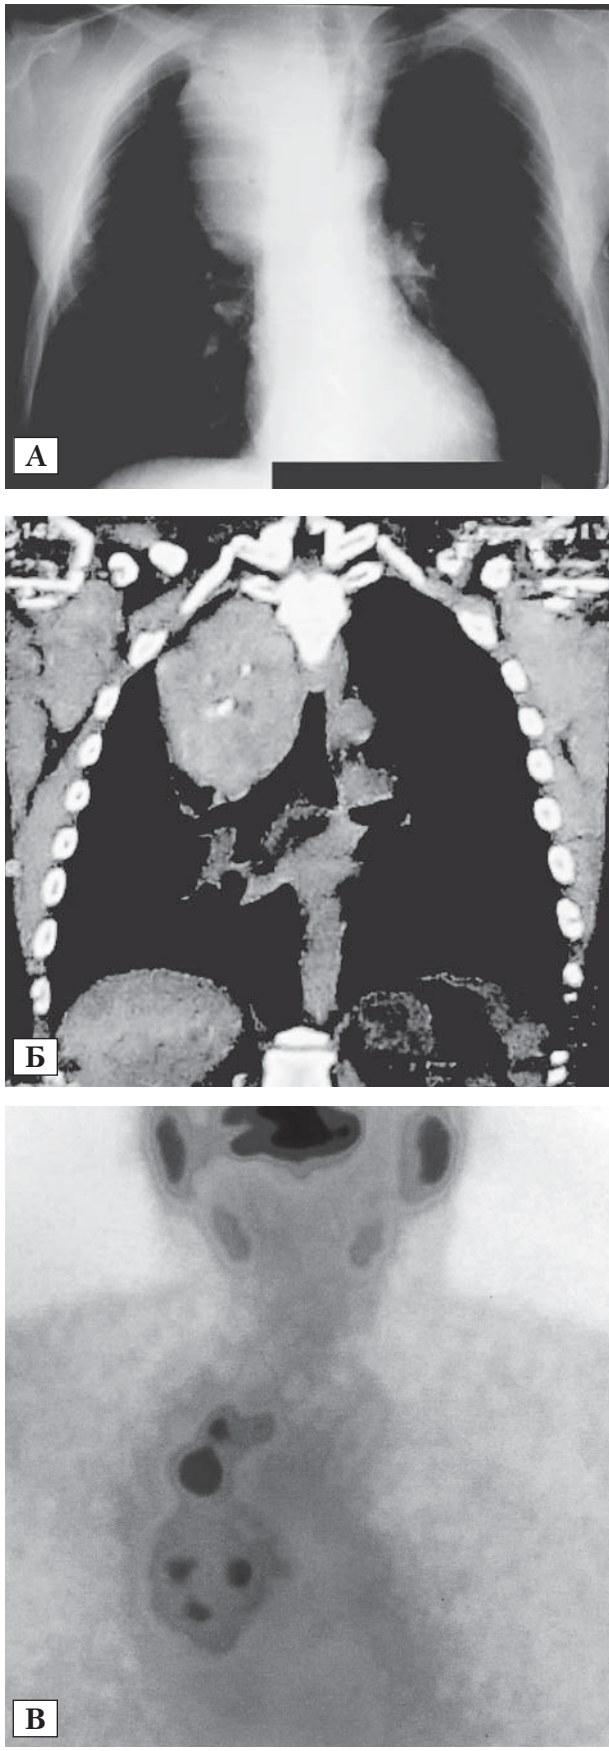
Гигантский за груди́нный зоб справа по данным рентгенографии (А) и КТ (Б) грудной клетки, тиреоэцинтиграфии с ⁹⁹Tc-пертехнетатом (В)
